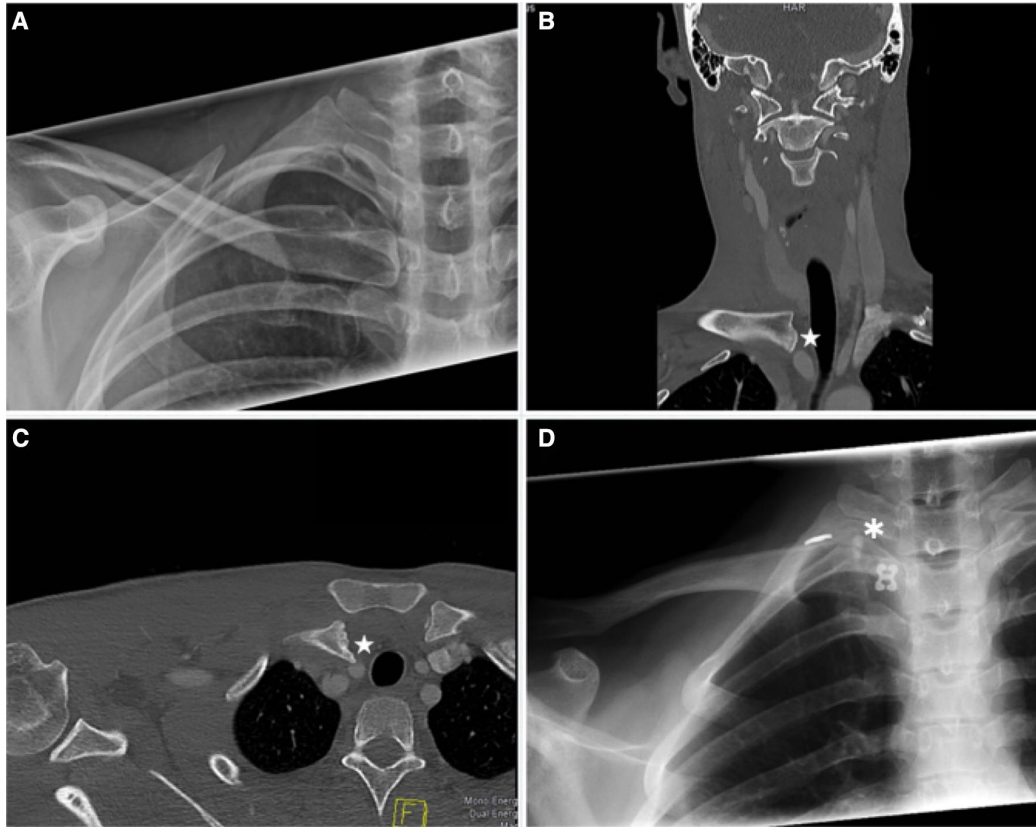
Fall 1, 17-jähriger Patient. a Initiale Röntgenaufnahme des Schlüsselbeins am Aufnahmetag. b Der coronare CT-Schnitt am Folgetag zeigt den Kontakt zwischen dem medialen Ende der Clavicula und der Arteria carotis interna (Stern). c Dieser Kontakt im Schnitt durch die Transversalebene. d Postoperatives Röntgenbild nach offener Rekonstruktion und Augmentationoplastik der sternocostalen Ligamente. Quelle: [21].
